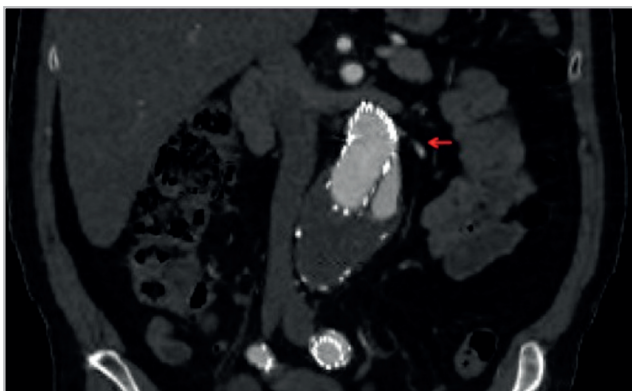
5 . Endofuga Tipo IA. Cortes axial y coronal de TC. Extravasación del medio de contraste en la implantación proximal de la prótesis (flecha).
